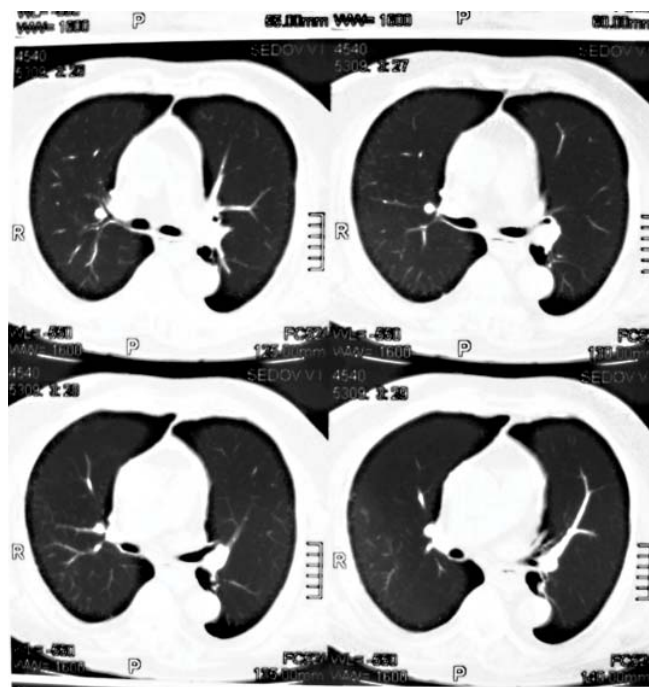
КТ органов грудной клетки (сентябрь 2010 г.): отсутствие инфильтративных изменений в легочной ткани, сохраняющиеся незначительные диффузные периваскулярные двусторонние интерстициальные изменения со снижением прозрачности по типу «матового стекла»
